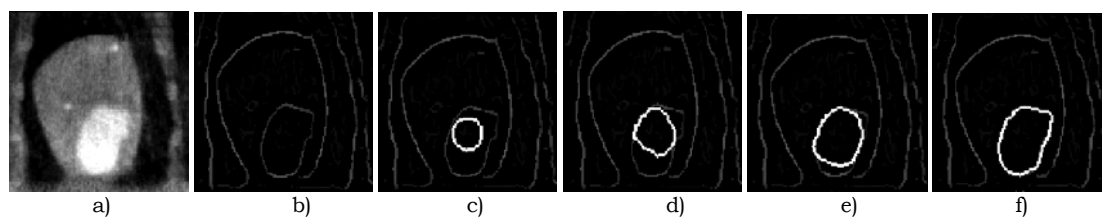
Detecção de contornos do ventrículo esquerdo numa imagem de TAC: a) imagem com níveis de cinzento, b) imagem com arestas detectadas, c) contorno inicial, d) até f) evolução do contorno, ajustando-se ao ventrículo esquerdo (imagens adaptadas de [McInerney'96]).
